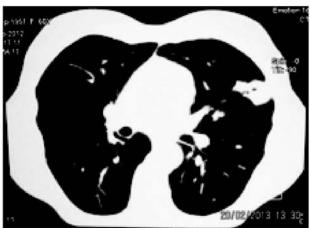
Пациентка К., 61 год. КТ органов грудной клетки от 9.02.12 г.
